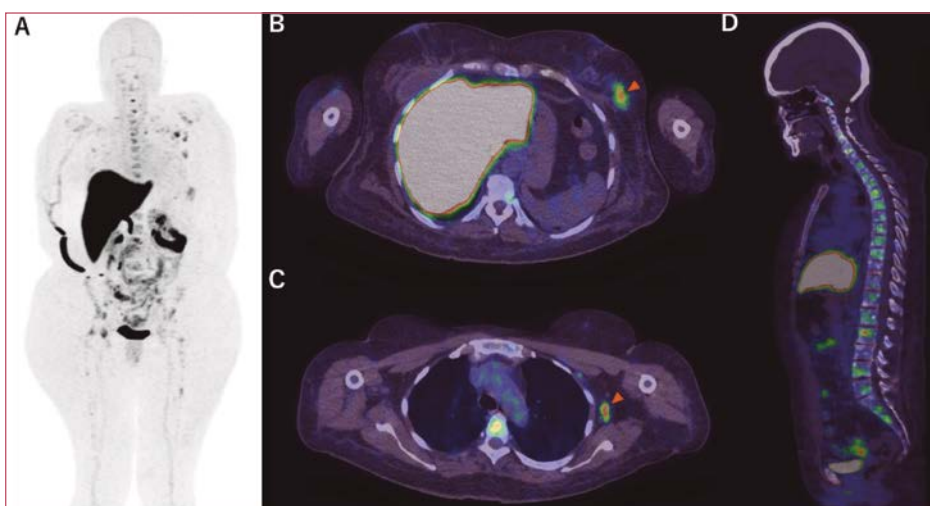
Estadiamento de Carcinoma Lobular Invasivo, lesão que com frequência apresenta baixa sensibilidade na detecção de lesões captantes no PET-FDG. (A): Imagem de corpo inteiro demonstrando área de captação hepática fisiológica e lesões secundárias; (B): Lesão primária na mama esquerda - cabeça de seta; (C): Metástases óssea e linfonodal - cabeça de seta; (D): Múltiplas metástases ósseas na coluna vertebral.
